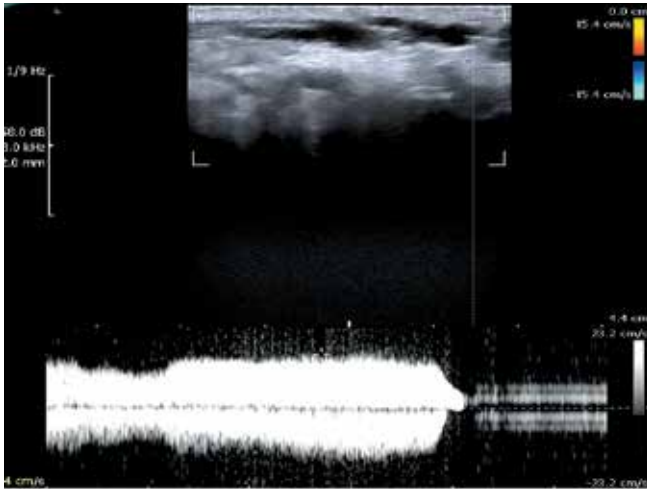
Триплексное УЗИ мошонки. Патологический ретроградный кровоток у пациента в клинотазе
